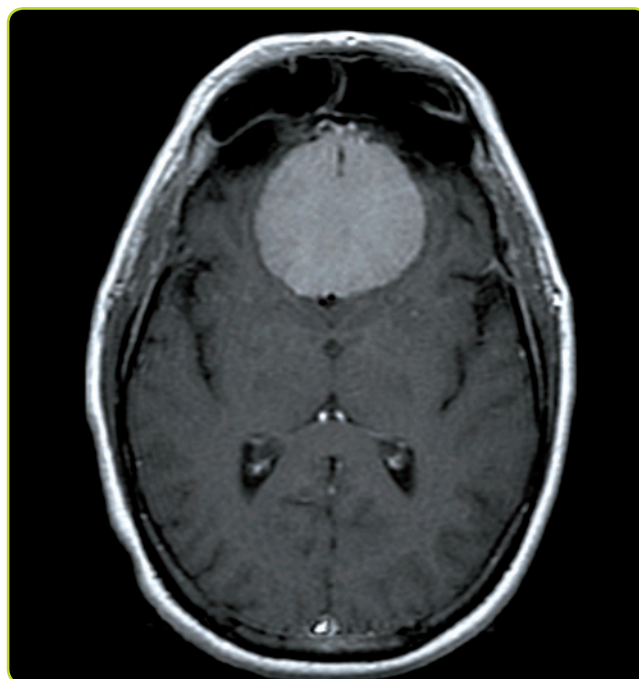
Meningioma. En esta RM ponderada en T1 con gadolinio se observa un límite hipointenso entre la lesión y el parénquima cerebral subyacente debido a la presencia de LCR; esta imagen típica de las lesiones extraaxiales se denomina signo de la hendidura. En dicho espacio se encuentran también la duramadre y vasos sanguíneos de la piamadre.
